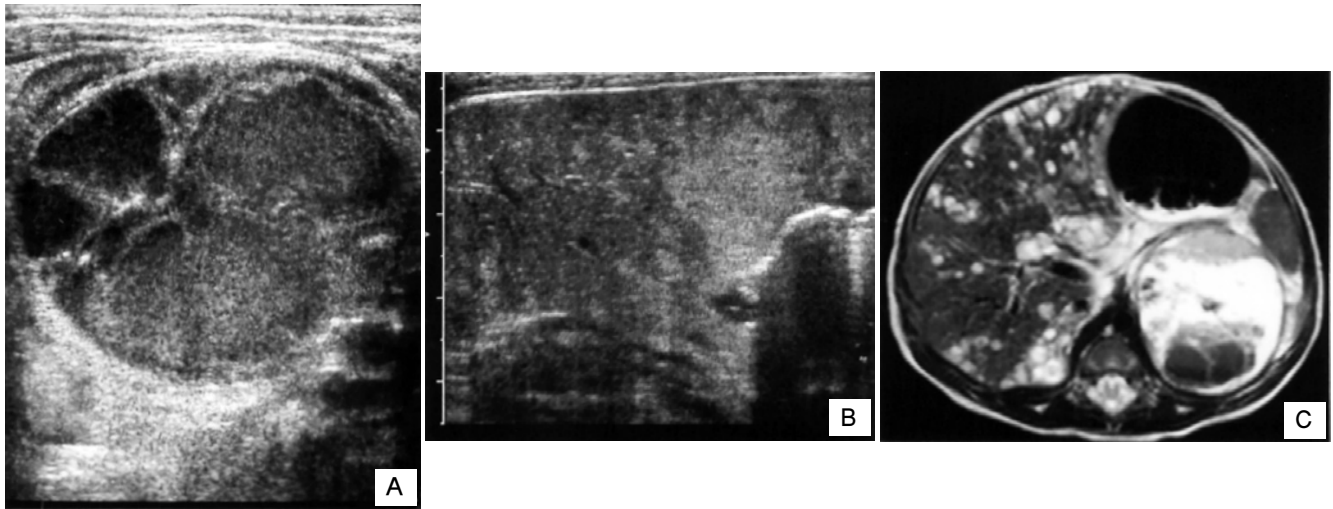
(A) Longitudinal ultrasonography(US) of the left upper abdomen reveals a well defined, thick-walled, septated and complicated cystic mass in the suprarenal region. (B) US of liver demonstrates multiple ill-defined, hyperechoic lesions in both right and left lobes. (C) Axial T2-weighted image reveals numerous round high signal intensity nodules in both lobes of the liver. The same natured small nodular lesions were identified in right adrenal gland with preservation of the outer contour. The left adrenal mass shows fluid levels with variable stages of internal hemorrhage.
